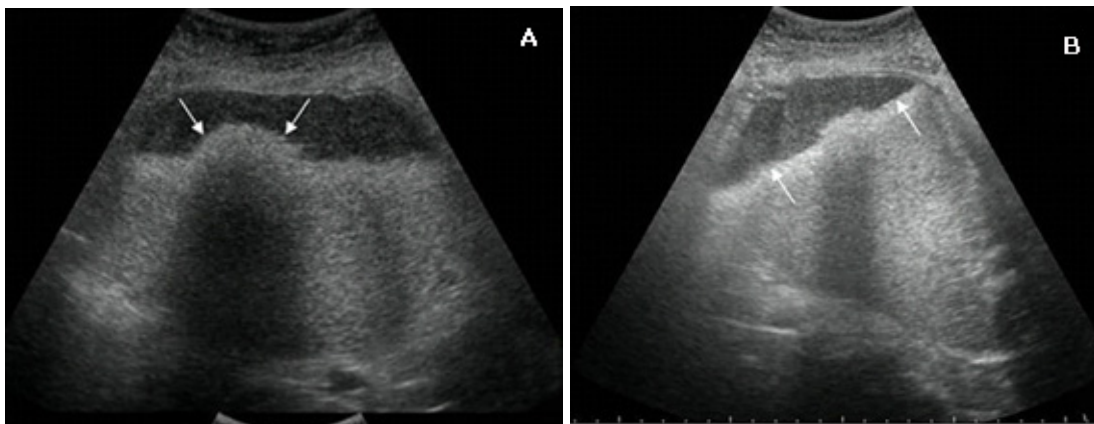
Ultrasonido abdominal. A: Corte coronal. Las flechas indican el tapón dermoide B: Corte sagital. Las flechas indican el nivel líquido-líquido.
